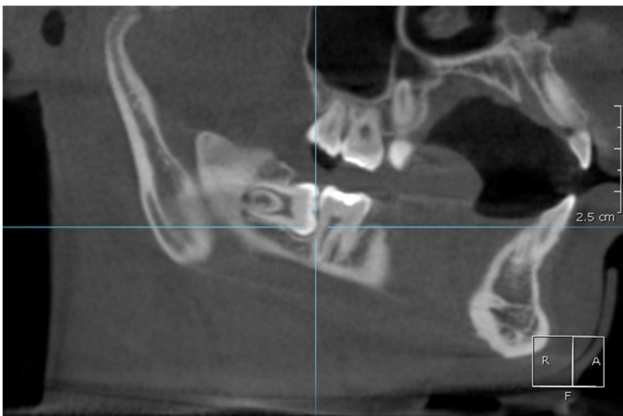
CBCT de tercer molar en posición horizontal y segundo molar con RRE leve.
